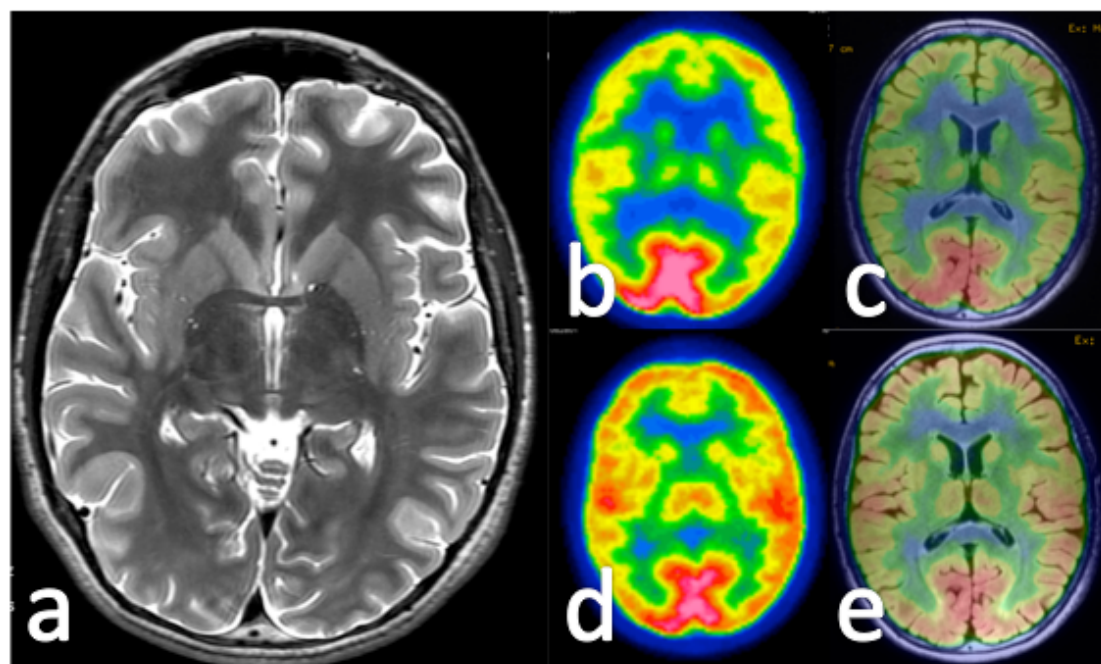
Displasia cortical focal occipital derecha con RM normal y PET inicial considerado no valorable (b y c). El segundo PET (d y e) no muestra alteraciones metabólicas significativas aunque existe un dudoso aumento del metabolismo en corteza occipital derecha.
